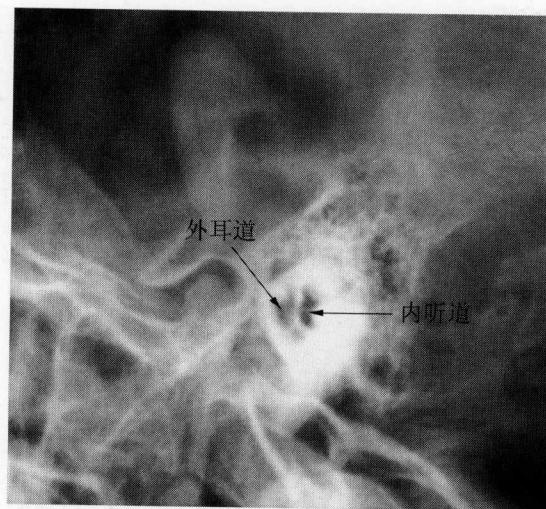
许氏位投照中耳乳突 X 线平片表现
